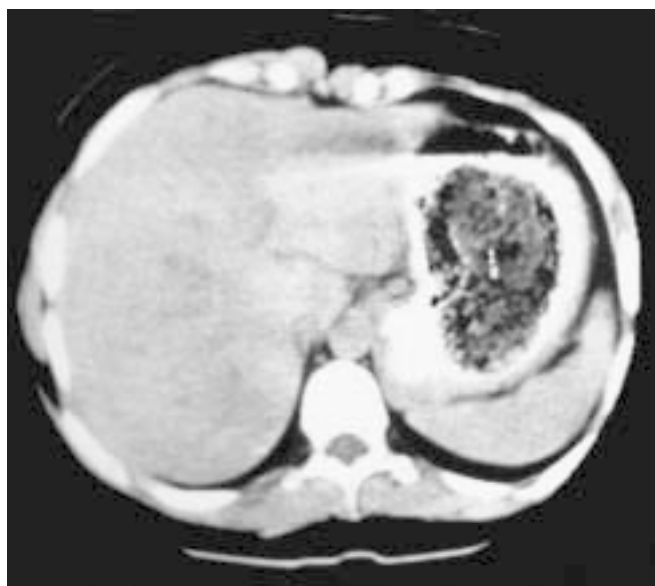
TAC de abdomen con cuerpo extraño en estómago, el cual se encuentra totalmente distendido y con integridad de su pared.
